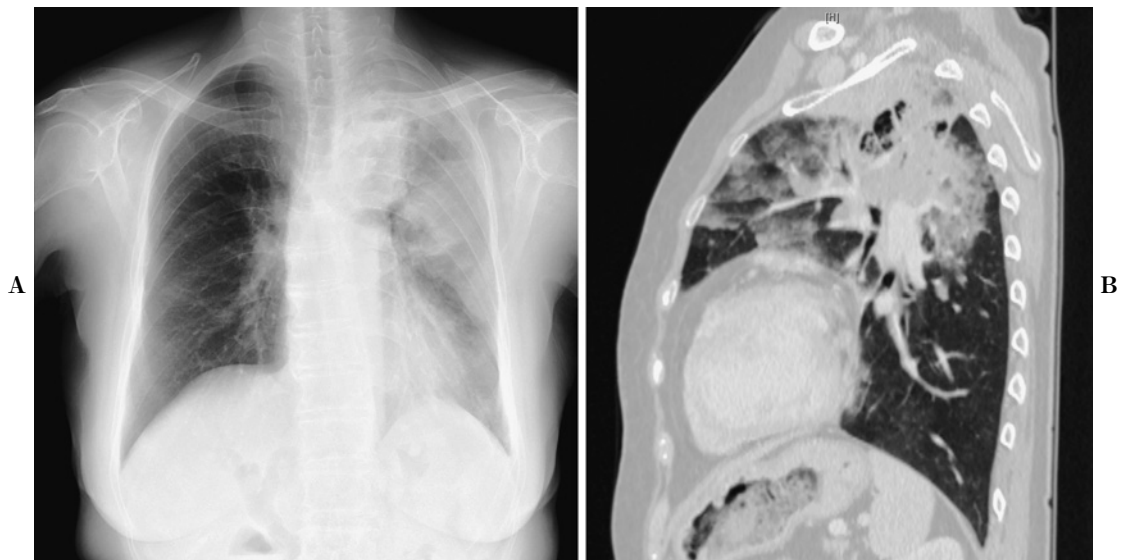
A: Chest X-ray. B: Sagittal view of chest CT. Chest X-ray (A) and CT (B) on admission. A: Chest X-ray revealed left pneumonic shadow. B: Chest CT revealed the left upper lobe lung tumor that invaded into the left lower lobe. There is suspected intrapulmonary metastasis in the left lower lobe and no evidence of lymph nodes metastasis in the mediastinum.
